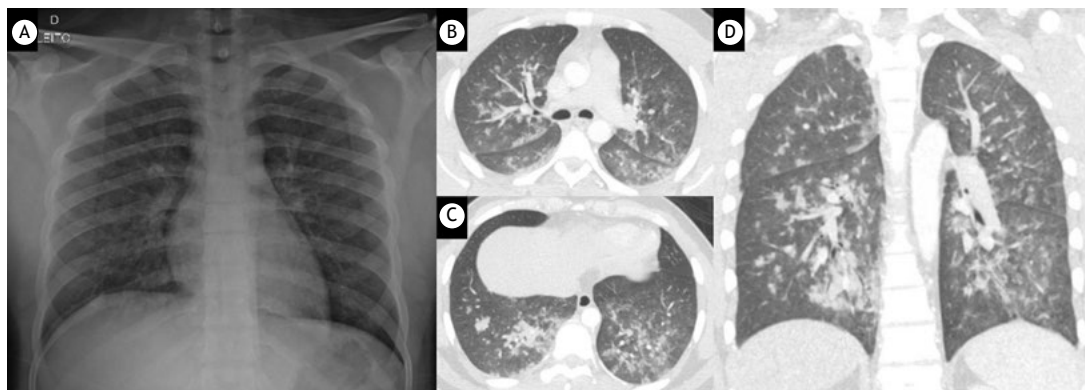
Em A, radiografia de tórax em incidência anteroposterior (à beira do leito) demonstrou opacidades sutis e mal definidas, mais evidentes no campo pulmonar inferior direito. Em B, C e D, imagens de angio-TC pulmonar (janela pulmonar) nos planos axial (B e C) e coronal (D) revelando várias pequenas opacidades consolidativas, por vezes coalescentes, associadas a opacidades em vidro fosco afetando todos os lobos em ambos os pulmões, predominantemente nas regiões peribroncovasculares, mais extensas nos lobos inferiores. Esses achados são compatíveis com edema pulmonar (neste caso, edema pulmonar por pressão negativa). Vale ressaltar que o exame foi negativo para embolia pulmonar.
